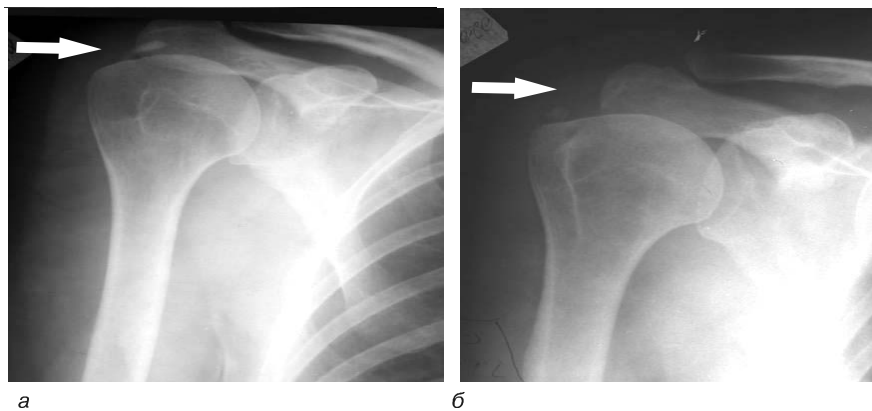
Рентгенографія плечового суглоба (осифікат зони сухожилля надостного м'яза): *а* — до лікування; *б* — через 3 місяці після лікування
